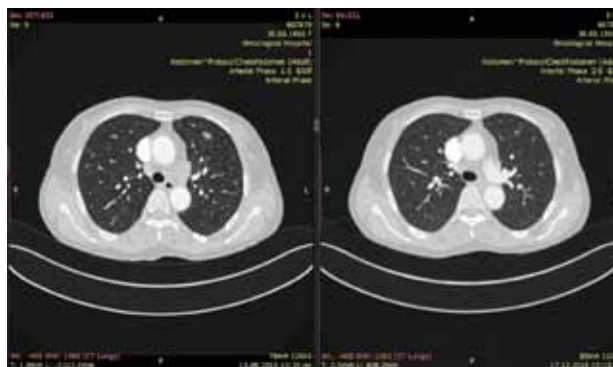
КТ органов грудной клетки: А) 13.08.2015; Б) 17.12.2015
